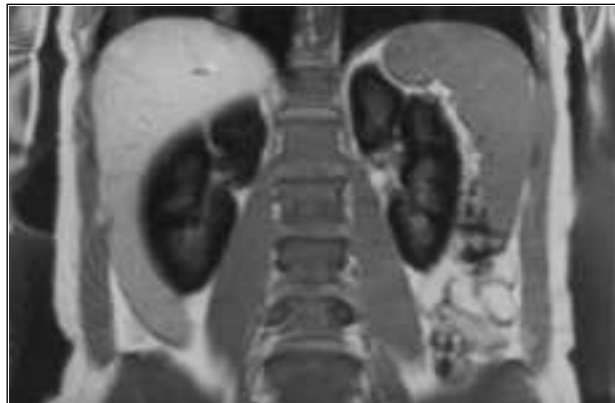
(A): Imagen axial de resonancia magnética obtenida con secuencia eco de gradiente en T1, en la que se observa la cortical de ambos riñones marcadamente hipointensa debido al depósito de hierro. (B): Imagen en sección coronal con la misma secuencia anterior que evidencia una afectación cortical renal bilateral.
